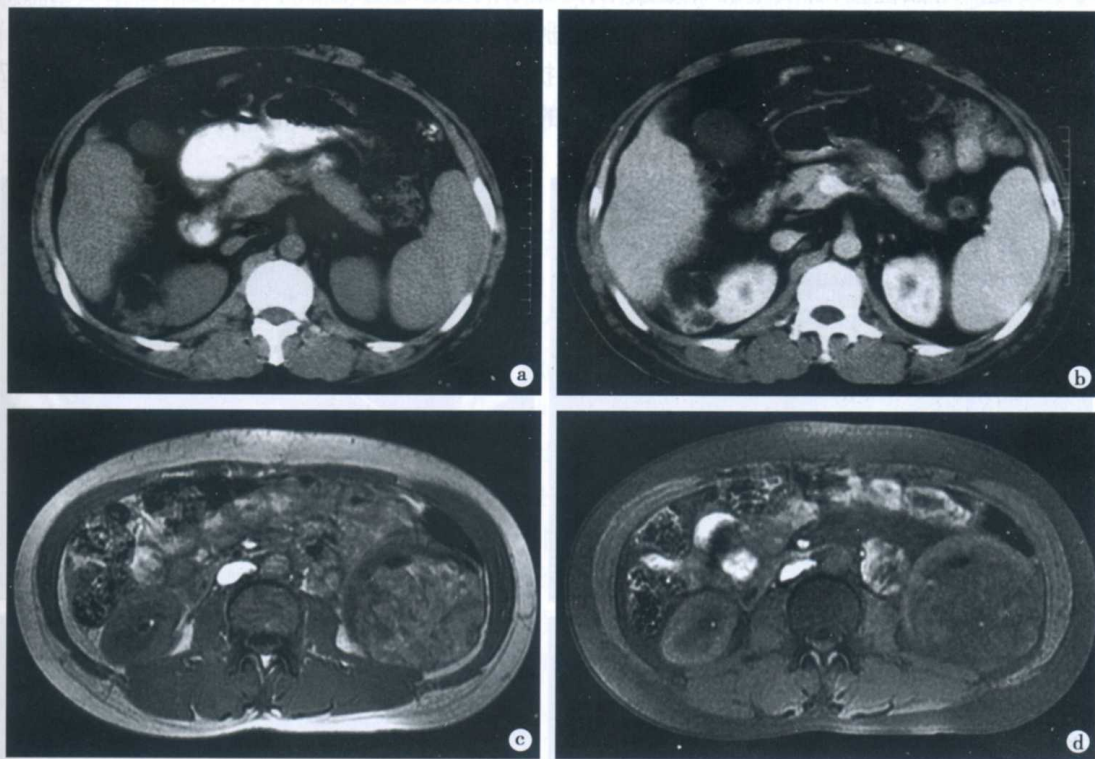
肾脏血管平滑肌脂肪瘤 CT 和 MRI 表现
